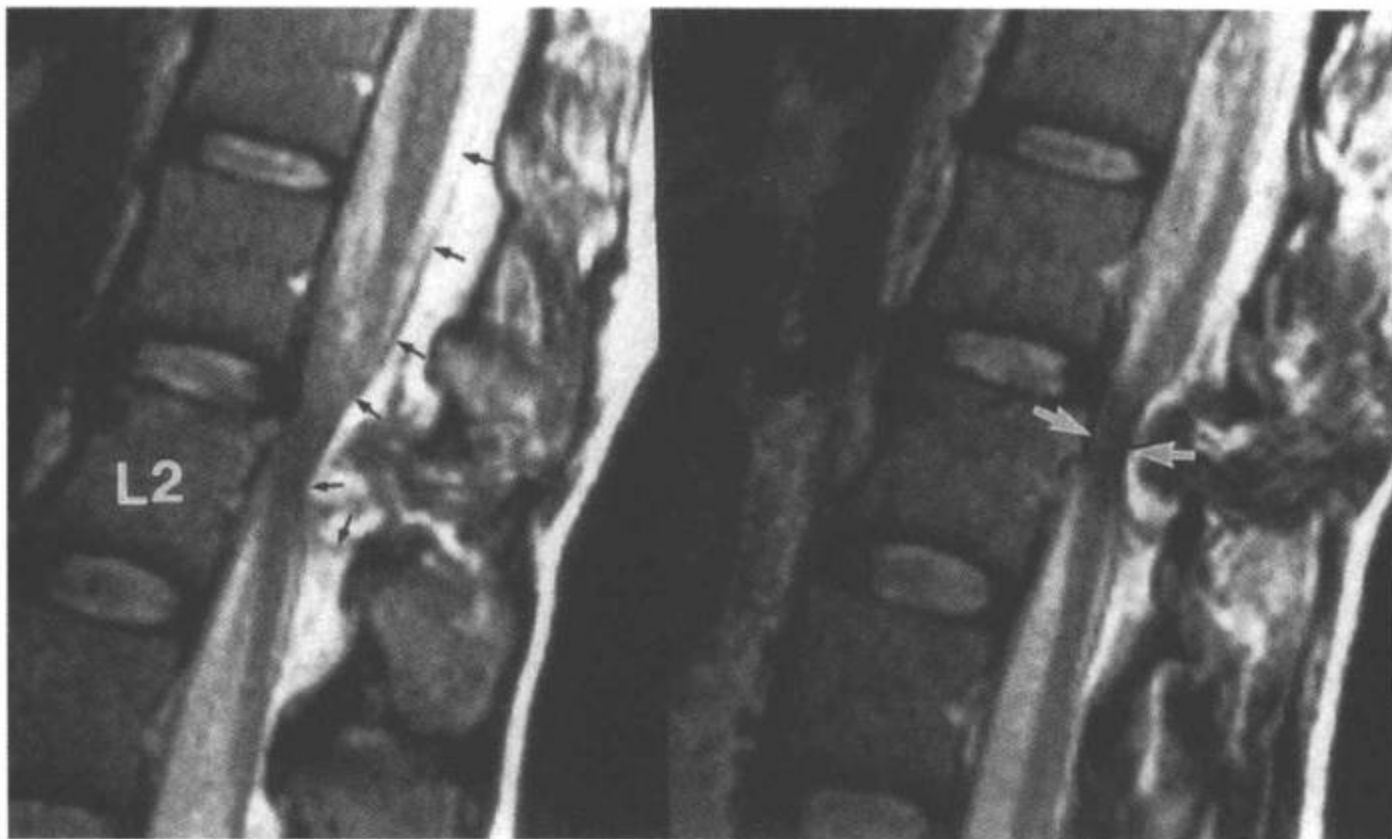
黄韧带断裂导致背侧硬膜外血肿。矢状面快速自旋回波(FSE)T2加权图像显示,背侧巨大硬膜外血肿使硬膜后缘移位(小黑箭)。血肿信号不均匀,含低信号和高信号成分。血肿可能源于L2水平黄韧带的断裂处。血肿压迫的马尾神经根(白箭)。(From: Flanders AE, Croul SE. Spinal trauma. In: Atlas SW. Magnetic Resonance Imaging of Brain and Spine. 3<sup>rd</sup> ed. Philadelphia: Lippincott Williams & Wilkins; 2002: 1786, with permission.)
